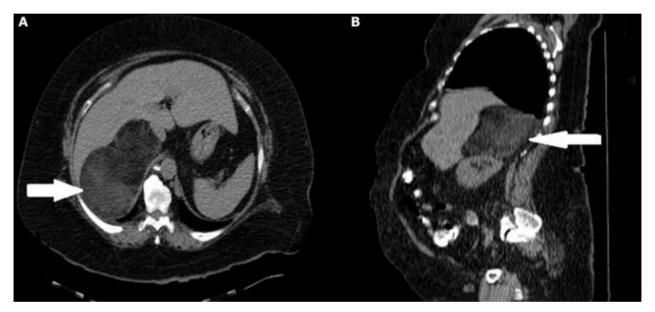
Imágenes de la TAC simple de abdomen con vista axial (A) y sagital (B), en las cuales se aprecia la lesión tumoral en proyección del área suprarrenal derecha.
